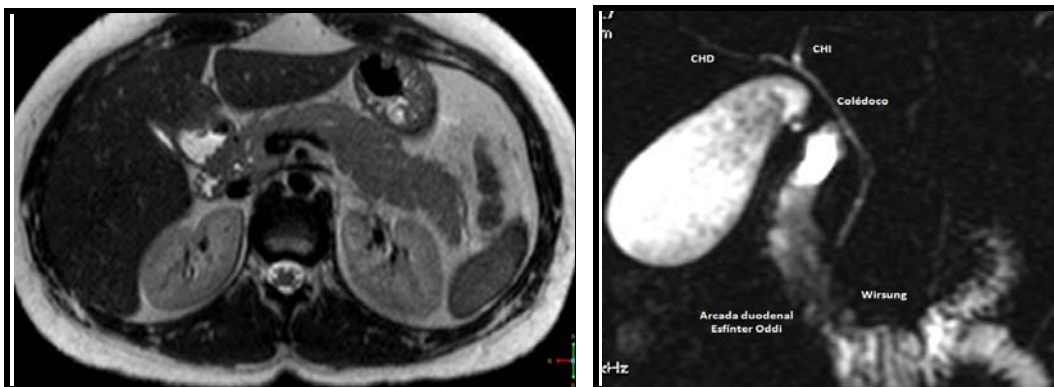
Figura #6: Imagen de RM secuencia T2 – Axial: se aprecia el acercamiento del conducto colédoco intrapancreático y el conducto principal hacia a cabeza de páncreas hasta desembocar a la segunda porción del duodeno.
